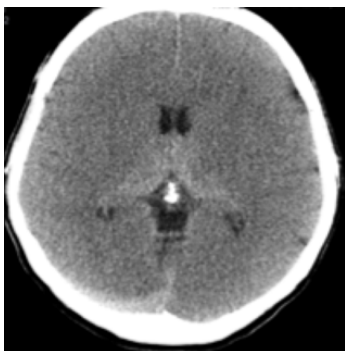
Paciente en coma. En el TC cerebral de urgencias se observó un edema cerebral difuso y afectación de los GGBB. El análisis toxicológico reveló una intoxicación por metanol.
